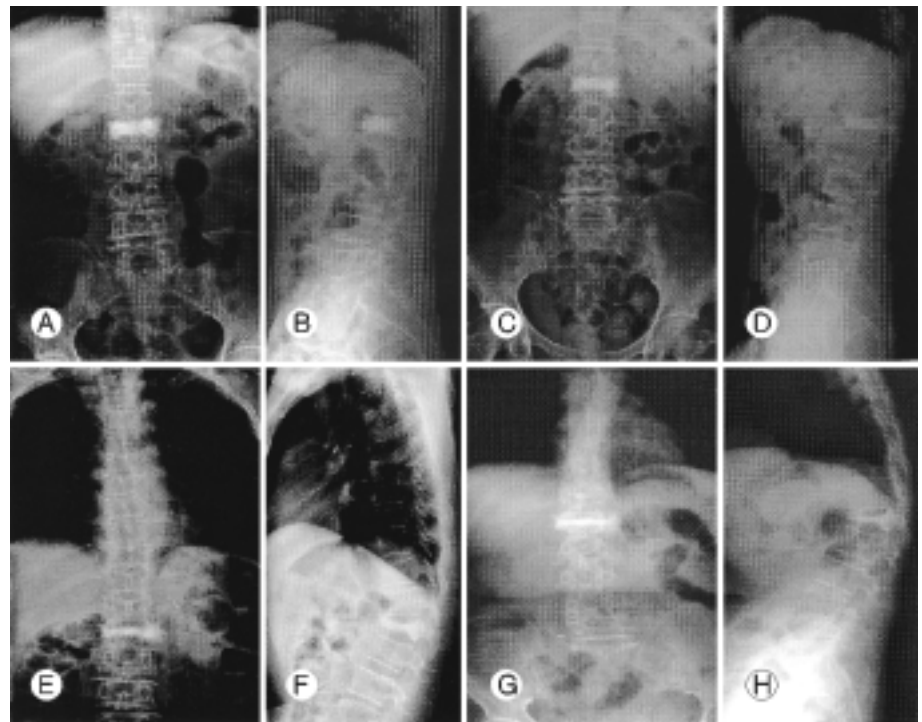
The lumbar X-ray after the vertebroplasty. A. after 2months, B. after 3months, C. after 5months, D. after 6months.
